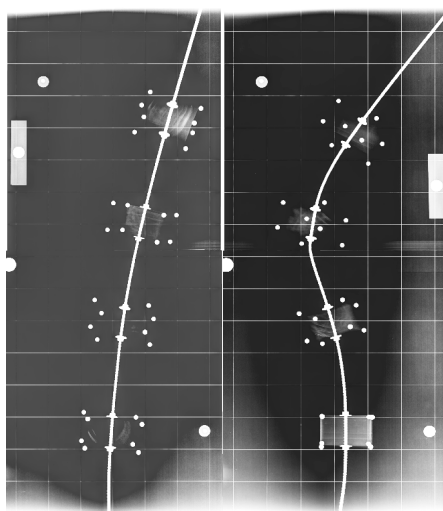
Radiografias AP e perfil dos blocos de madeira.
